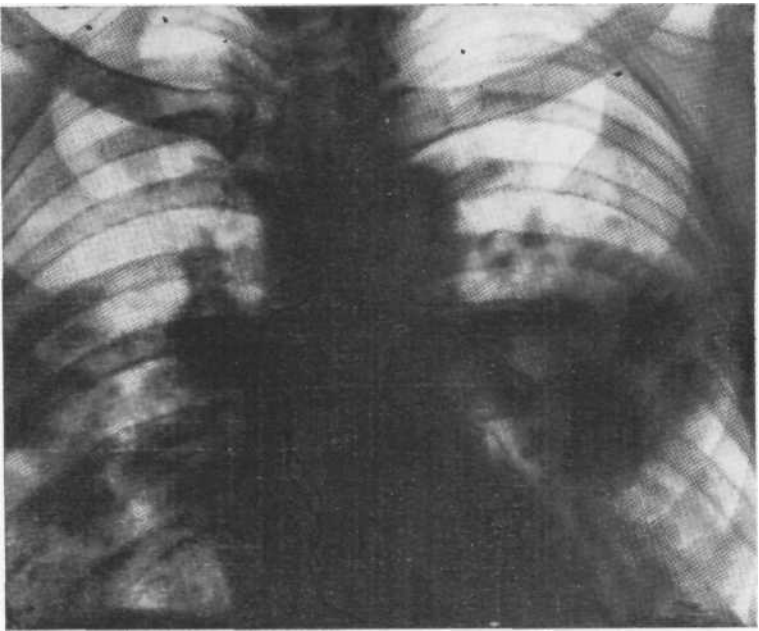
Обзорная рентгенограмма. Пневмонеоподобная форма метастазов в гипернефромы легких. Вскрытие.
